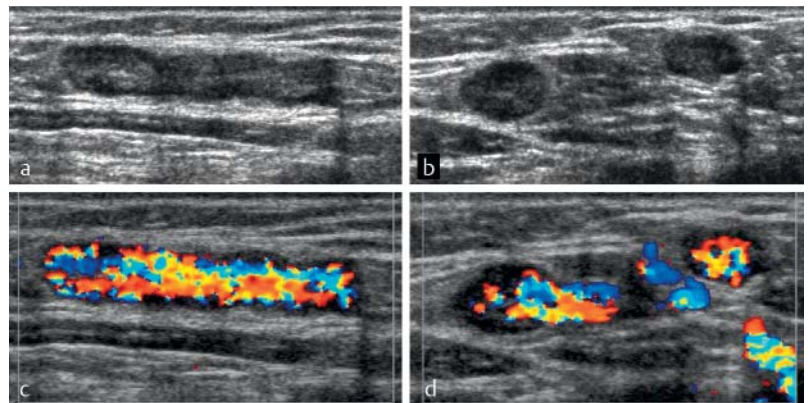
Acute inflammatory lymph nodes of the groin in erysipelas of the lower leg. a Lymph nodes shown in longitudinal section and b transverse section with uniform widening of the cortex (cortical width 3.5 mm) and still visualizable hilum (preserved sonographic lymph node architecture). c, d Significantly increased central vascularization with preserved vascular tree on color Doppler sonography (8.5 MHz, 700 PRF, 50 WF).
